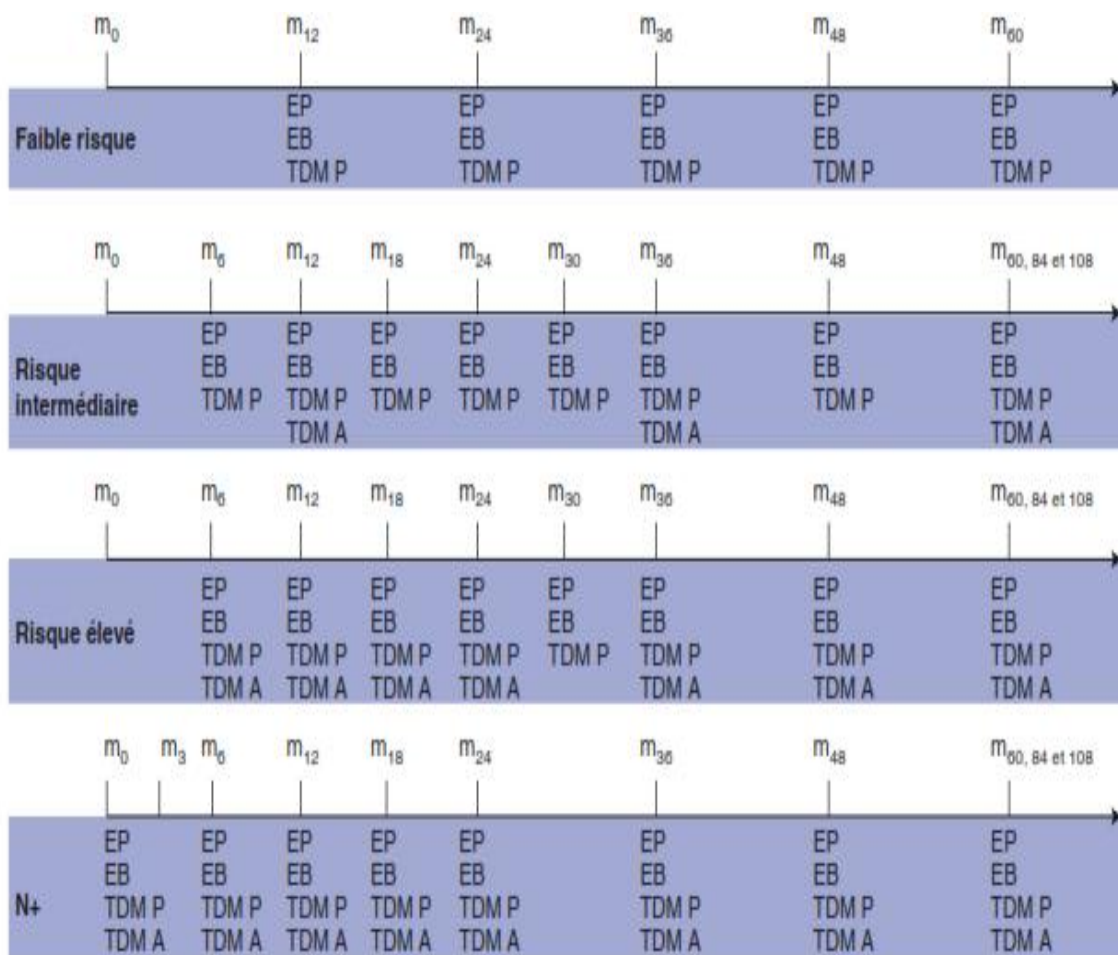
protocole de surveillance basé sur les groupes de risque définis par UISS (University of California Los Angeles Integrated Staging System) (EP : examen physique ; EB : examen biologique ; TDM p : pulmonaire ; TDM a : abdominal)
